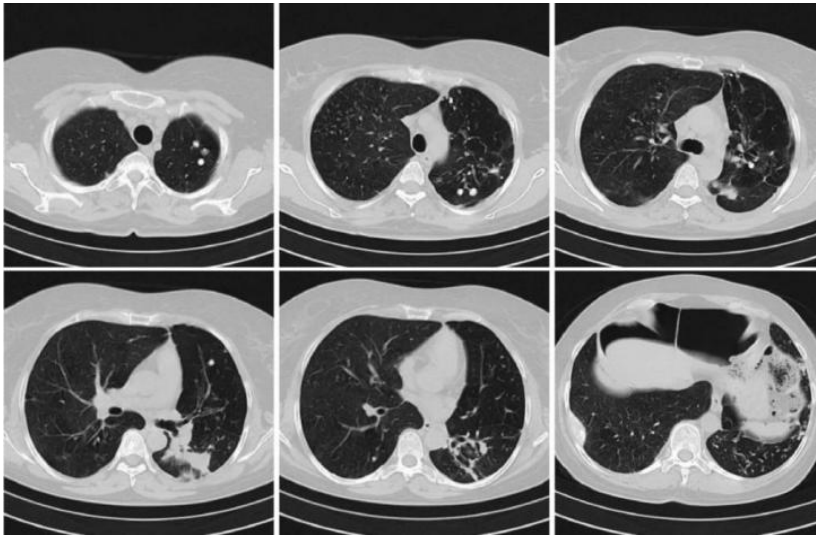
Компьютерная томография органов грудной клетки больной С. при выписке.
